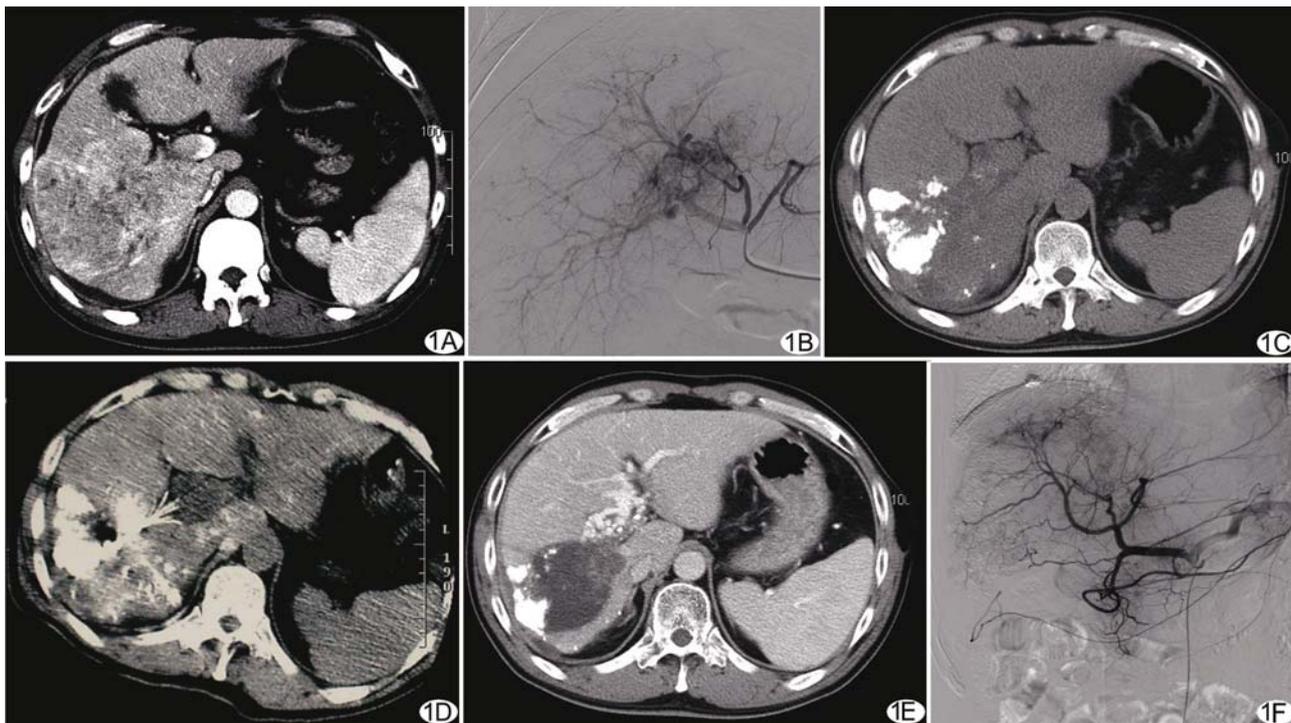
患者男,44 岁,原发性肝癌合并门静脉癌栓治疗前后 A. 2008 年 3 月 4 日 CT 示肝右叶巨块型肝癌,右侧门静脉及门静脉主干癌栓; B. 2008 年 3 月 7 日肝动脉造影示肝右叶肿瘤染色,右侧门静脉及门静脉主干癌栓显影; C. 2008 年 4 月 24 日 CT 示 TACE 术后碘化油少量沉积; D. 2008 年 5 月 5 日接受 CT 引导下右侧门静脉癌栓 RFA 治疗; E. 2008 年 9 月 10 日 CT 示肿瘤及门静脉右支癌栓坏死; F. 2008 年 9 月 19 日血管造影示肿瘤及门静脉右支癌栓无染色
